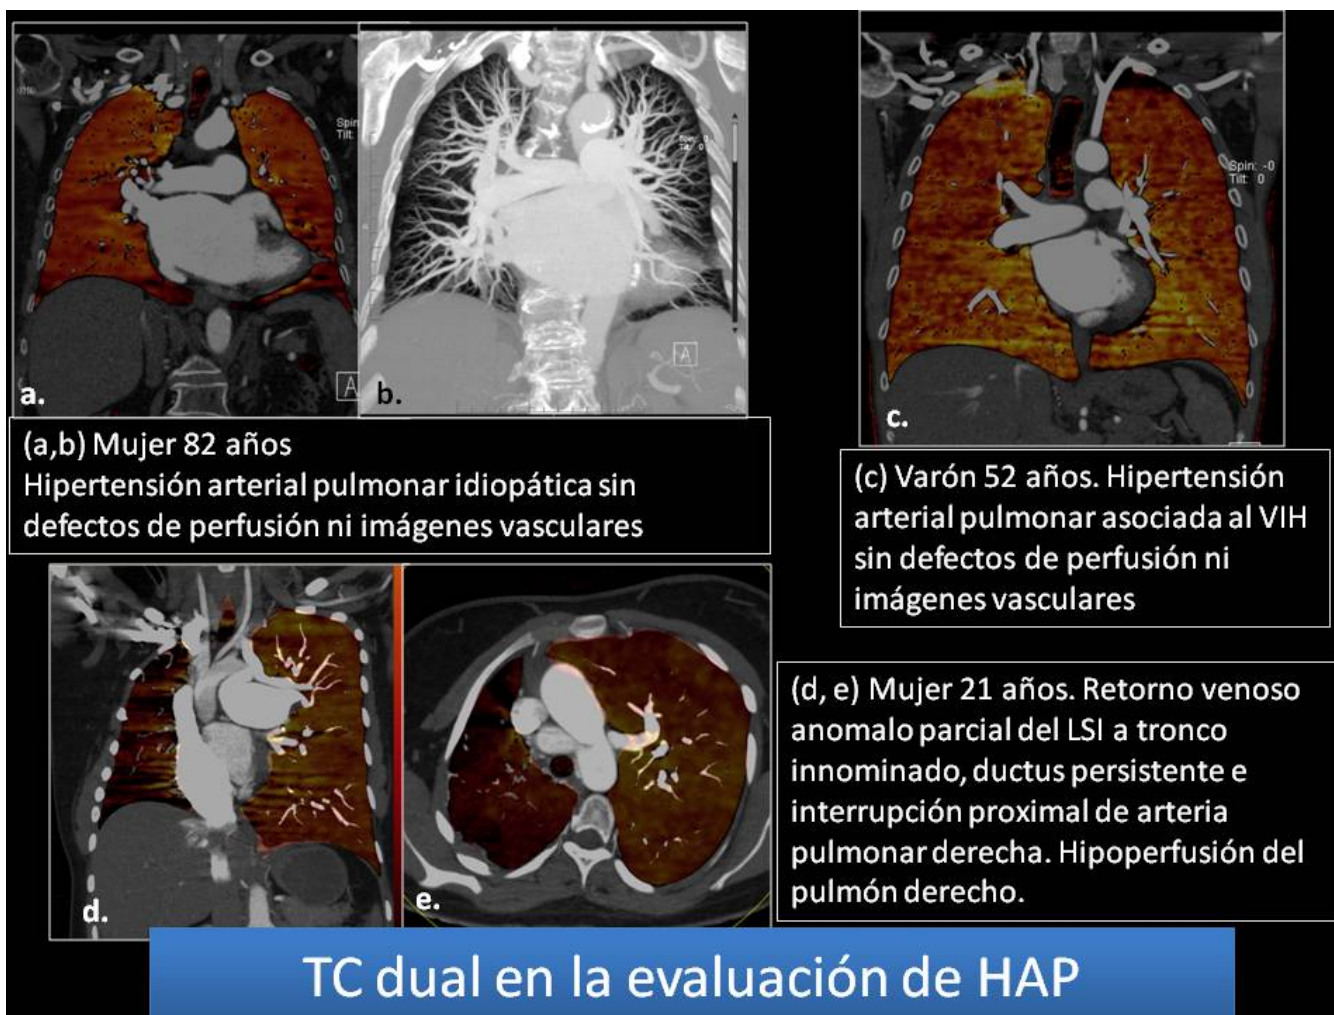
Otras causas de HAP y la aplicación de la TC dual. (a, b) Mujer de 82 años de edad con HAP idiopática sin defectos vasculares ni en los mapas de perfusión. (c) Varón de 52 años con HAP asociada al VIH sin defectos vasculares ni de perfusión. (d, e) Mujer de 21 años con interrupción proximal de la arteria pulmonar derecha, retorno venoso anómalo parcial del LSI y ductus persistente en donde se observa una hipoperfusión global de predominio periférico del pulmón derecho.
